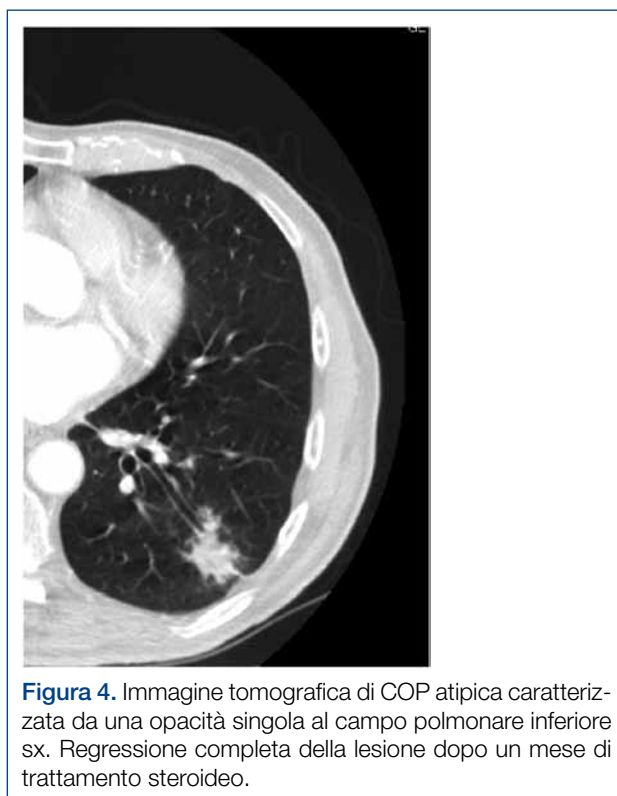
Immagine tomografica di COP atipica caratterizzata da una opacità singola al campo polmonare inferiore sx. Regressione completa della lesione dopo un mese di trattamento steroideo.
